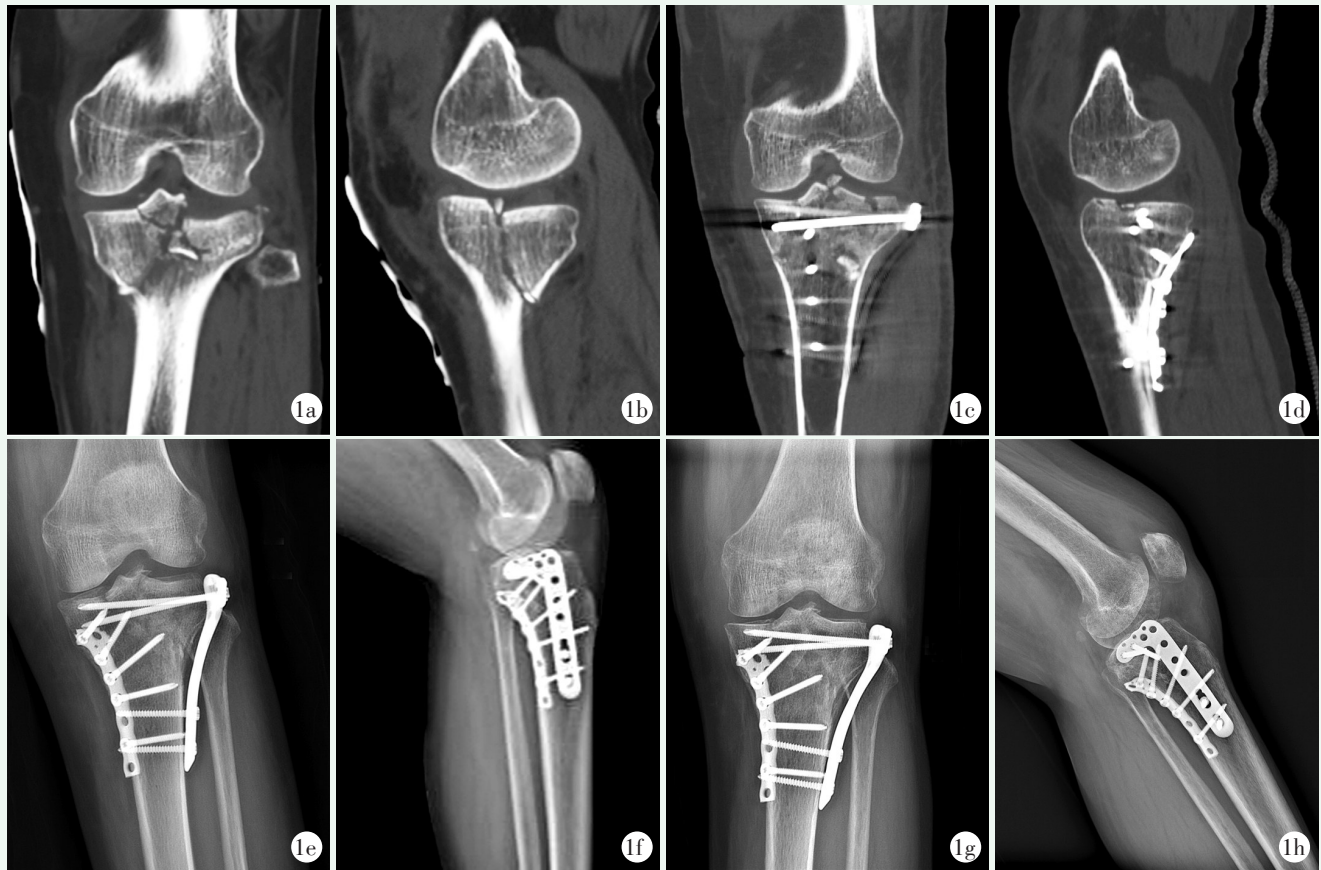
患者女性, 56 岁, 胫骨平台 Schatzker V 型骨折, 行 3D 打印 Frosch 入路切开复位内固定。1a, 1b: 术前 CT 重建示后外侧平台骨折塌陷合并干骺端骨折; 1c, 1d: 术后 CT 重建示后外侧平台关节面平整, 骨折复位优; 1e, 1f: 术后 3 个月复查 X 线片示关节面平整, 骨折线模糊; 1g, 1h: 末次随访复查 X 线片示关节面平整, 骨折骨性愈合, 骨折复位优, 内固定物无松动。
